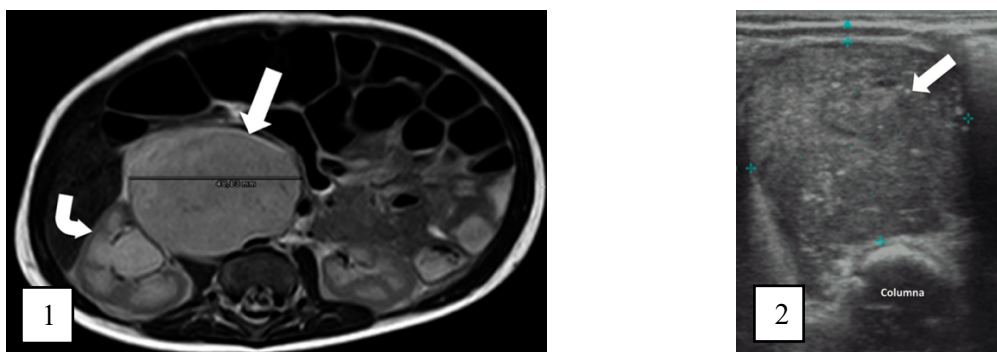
Diagnóstico por imagen del neuroblastoma. (1) RM abdominal secuenciada en T1 con contraste; masa retroperitoneal paravertebral. (2) Ecografía abdominal; masa retroperitoneal paravertebral. Figura adaptada de ⁷
